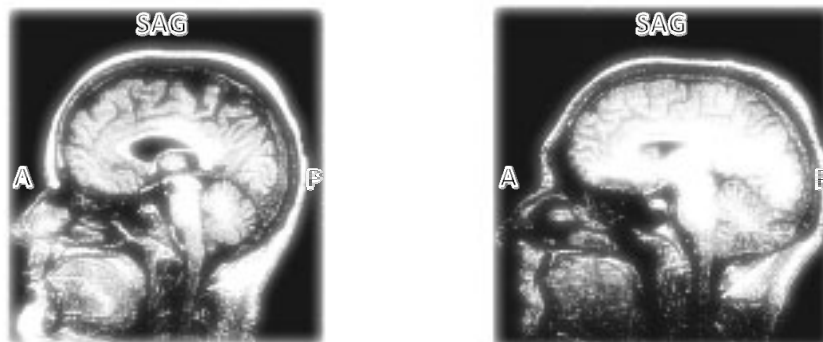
Hirnatrophie mit Verbreiterung der Sulci und Ventrikelerweiterung bei einer Person mit chronischem Alkoholmißbrauch (links) im Vergleich zur Darstellung einer gleichaltrigen Kontrollperson (rechts) (MRT, sagittale Darstellung) (modifiziert nach Heinz & Batra, 2003, p. 24)
